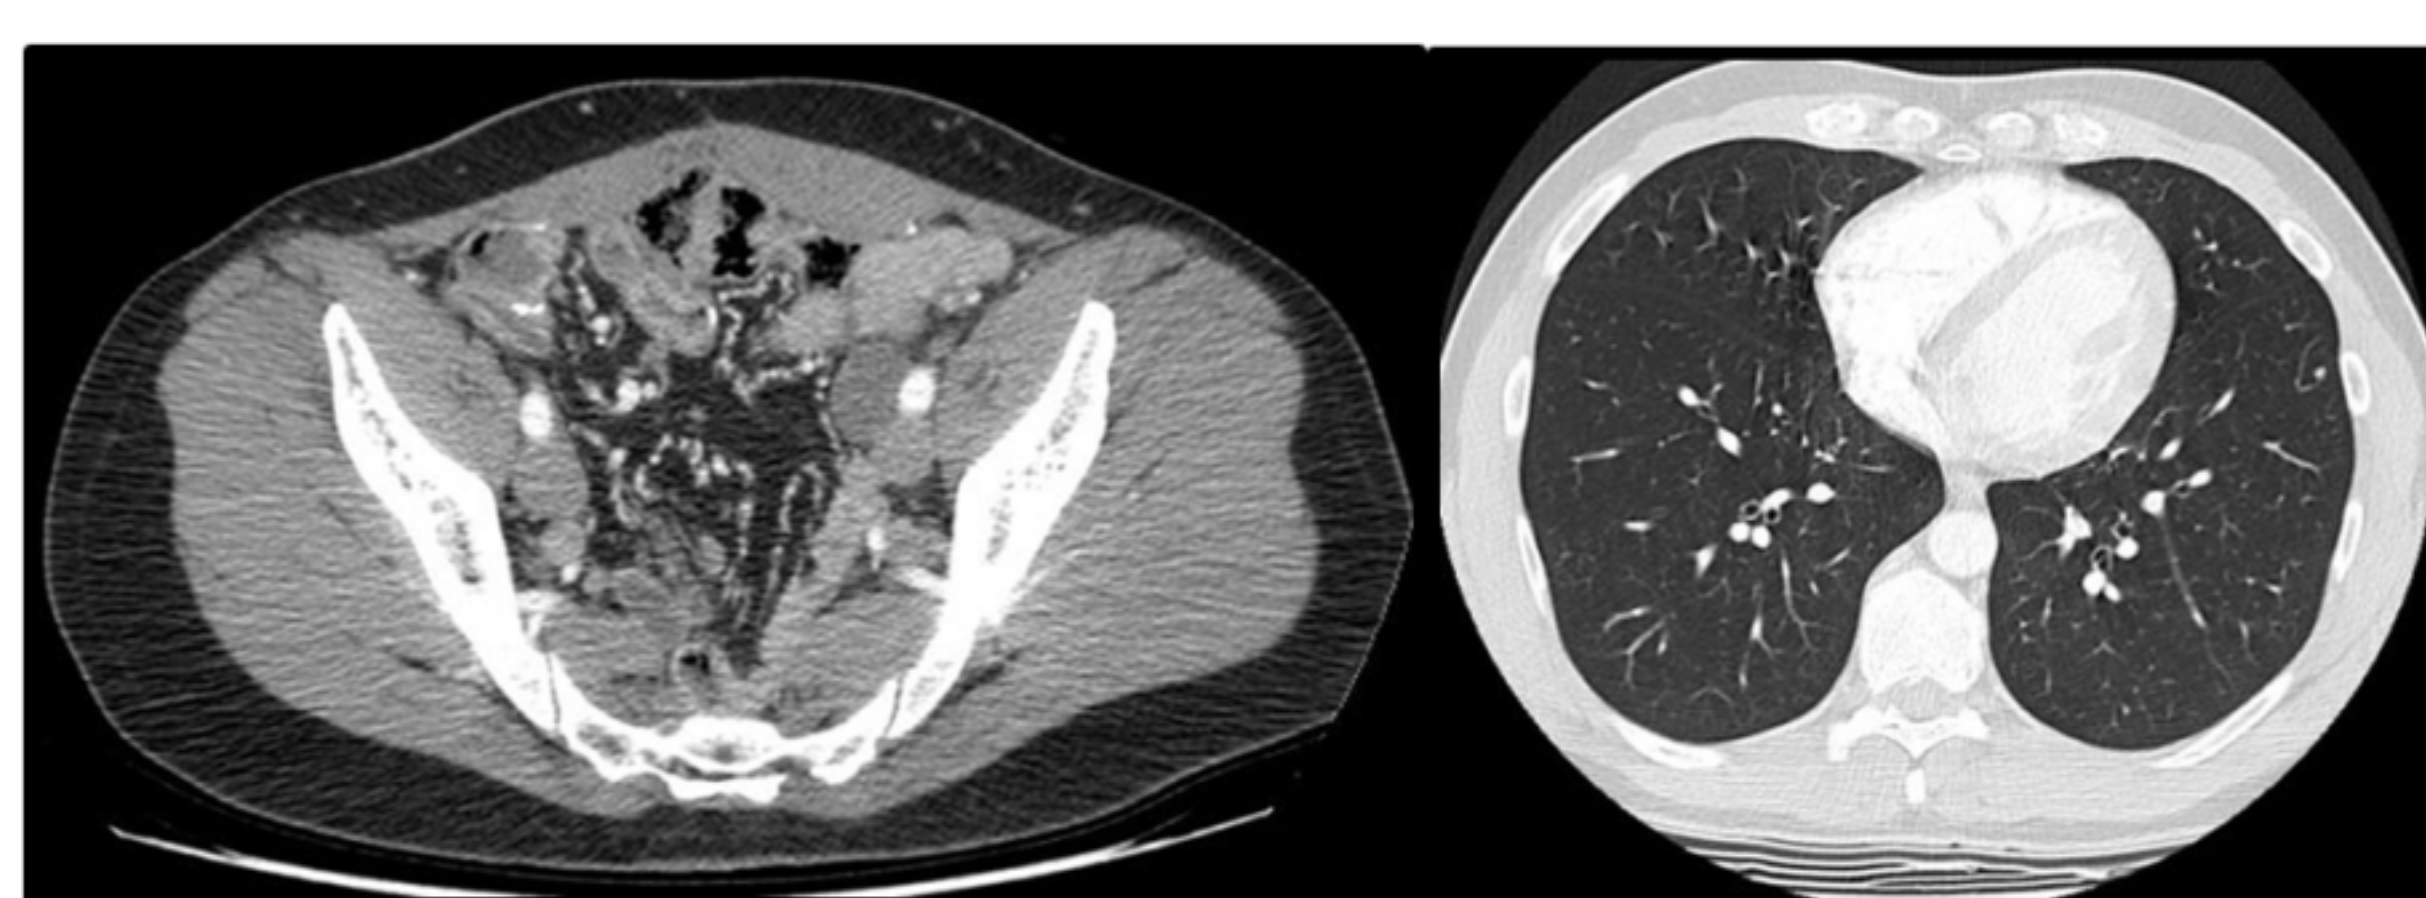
TC 03/2019: Nódulo pulmonar lóbulo inferior izquierdo. Adenopatías ilíacas externas bilaterales, de predominio izquierdo.
